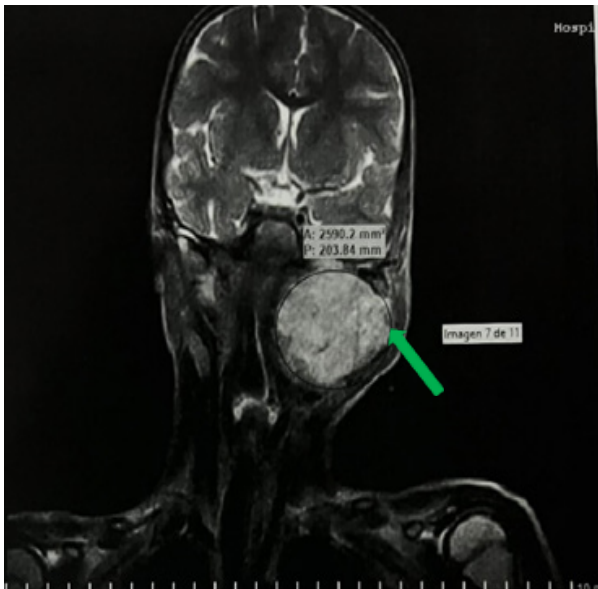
Resonancia magnética nuclear. Corte Coronal. Lesión extensa que ocupa la región parótida izquierda, músculo masetero y pterigoideo izquierdo.
